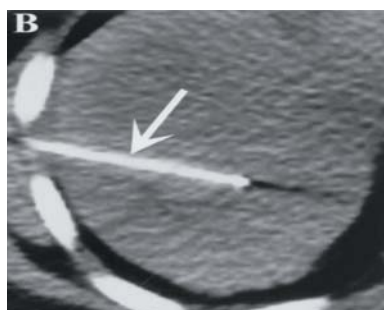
Radiofrequency ablation of a small hepatocellular carcinoma under CT guidance.
